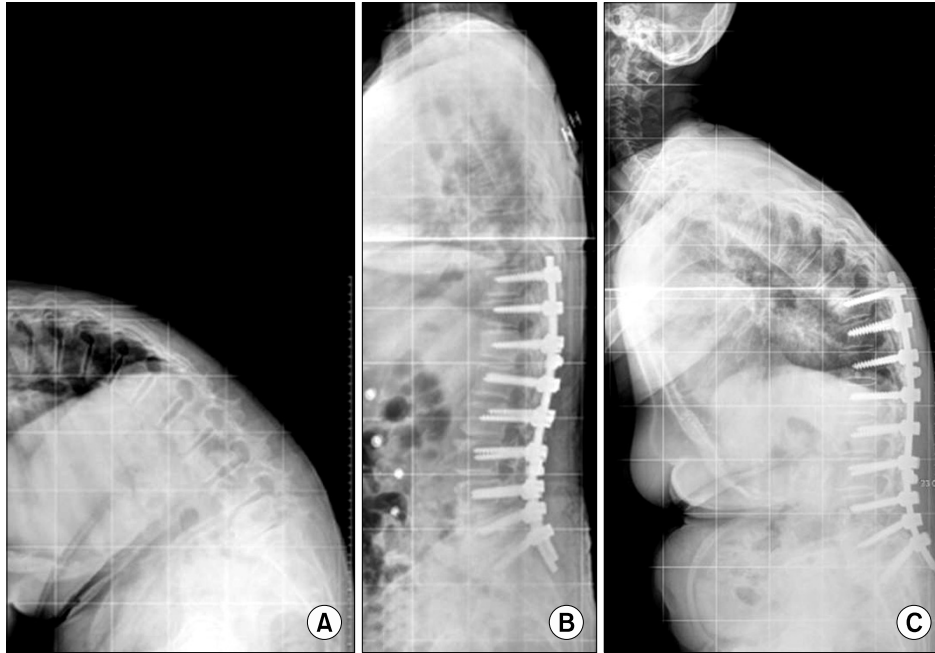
Serial radiographs of a 74-year-old female patient showing severe loss of correction 46 months after surgery. Most of the loss occurred at proximal unfused segment with degenerative changes.
